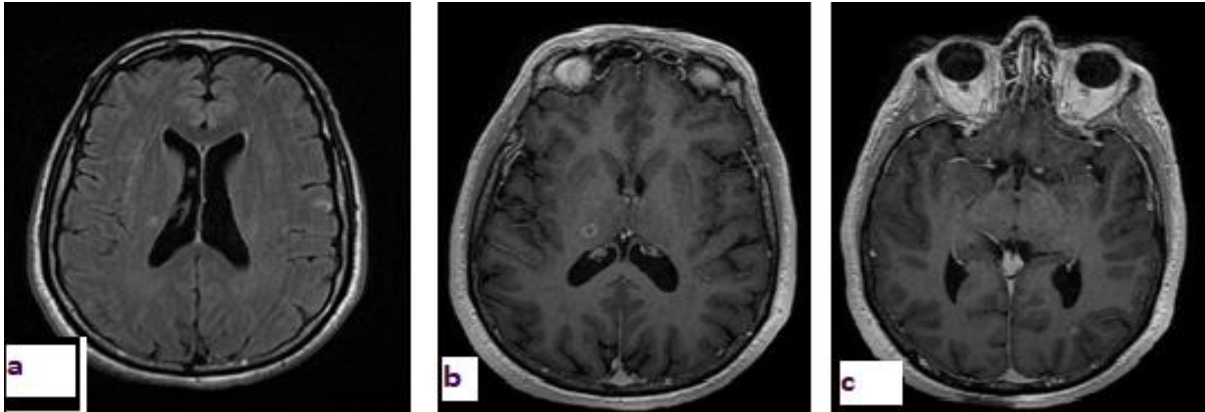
IRM cérébrale d'une toxoplasmose cérébrale en coupe axiale en séquence FLAIR (a) et en séquence T1 avec injection du gadolinium (b et c) objectivant des lésions nodulaires périventriculaires , thalamiques à droite et sous corticales occipitales à gauche en iso-signal FLAIR entourées d'un discret œdème péri-lésionnel se rehaussent en cocarde après injection du gadolinium .
